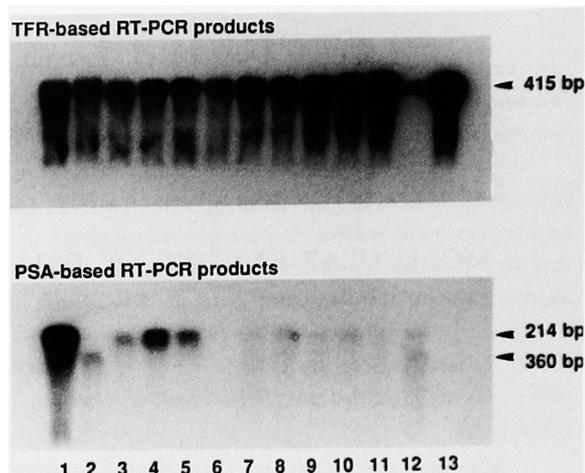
Representative Southern autoradiograms of TFR- and PSA-based RT-PCR assay. TFR-based RT-PCR products yielded approximately homogenous autoradiographic signals (top), but PSA-based RT-PCR products showed a wide range of signal intensities among the samples tested (bottom). Lanes 2 and 12 showed a low signal intensity, not originating from PSA mRNA, but from genomic DNA. Lane 1: LNCaP cells (positive control), 2: BPH, 3: stage D0, 4 and 5: stage D2, 6: female, 7-9: stage C, 10-12: stage B, and 13: stage A2.
